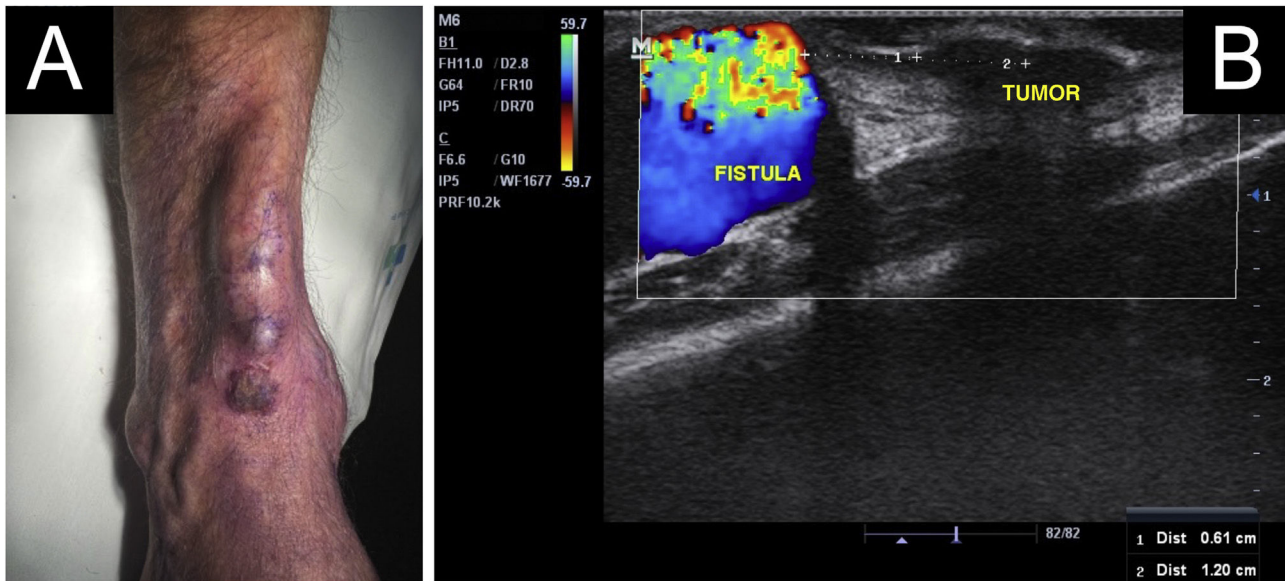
(A) Tumor localizado distal à FAV ativa. (B) Ultrassom dermatológico (Modo B e Doppler Mindray, probe linear 16 MHz), distando 0,6 cm da fístula ativa.
